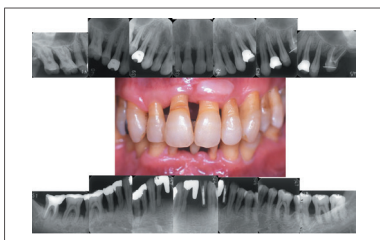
図5の症例の62歳時(禁煙22年後)の口腔内写真とデンタルX線写真
